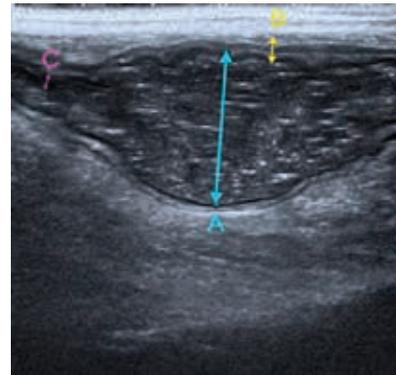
УЗИ от 2 февраля 2018 г. (А – просвет кишки с неоднородным кишечным содержимым и отсутствием перистальтики (престенотическое расширение с непроходимостью), В – толщина стенки 4–5 мм, С – сужение просвета до 2 мм)
